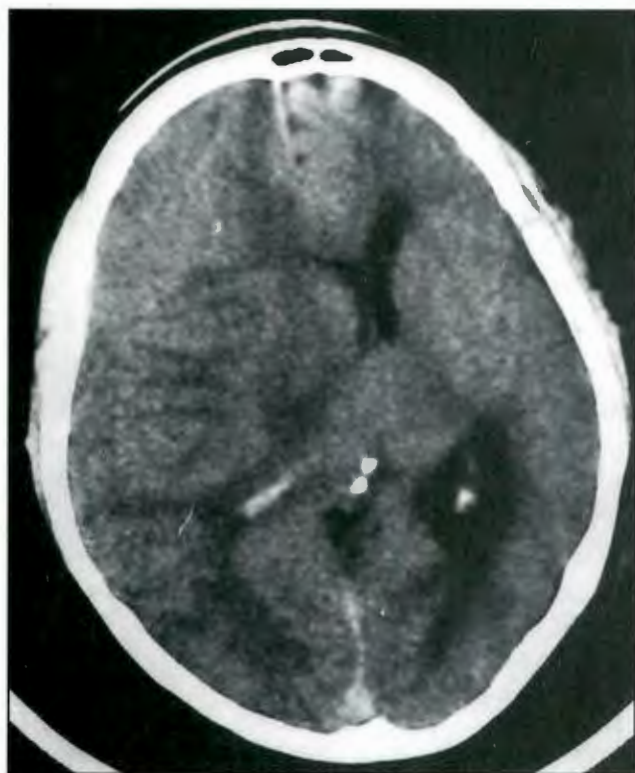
(V; 42) A. Tomografía sin contraste evidencia desplazamiento de la línea media y probable hematoma subdural isodenso derecho. B. La inyección de contraste ayuda a poner en evidencia la masa extraaxial.
